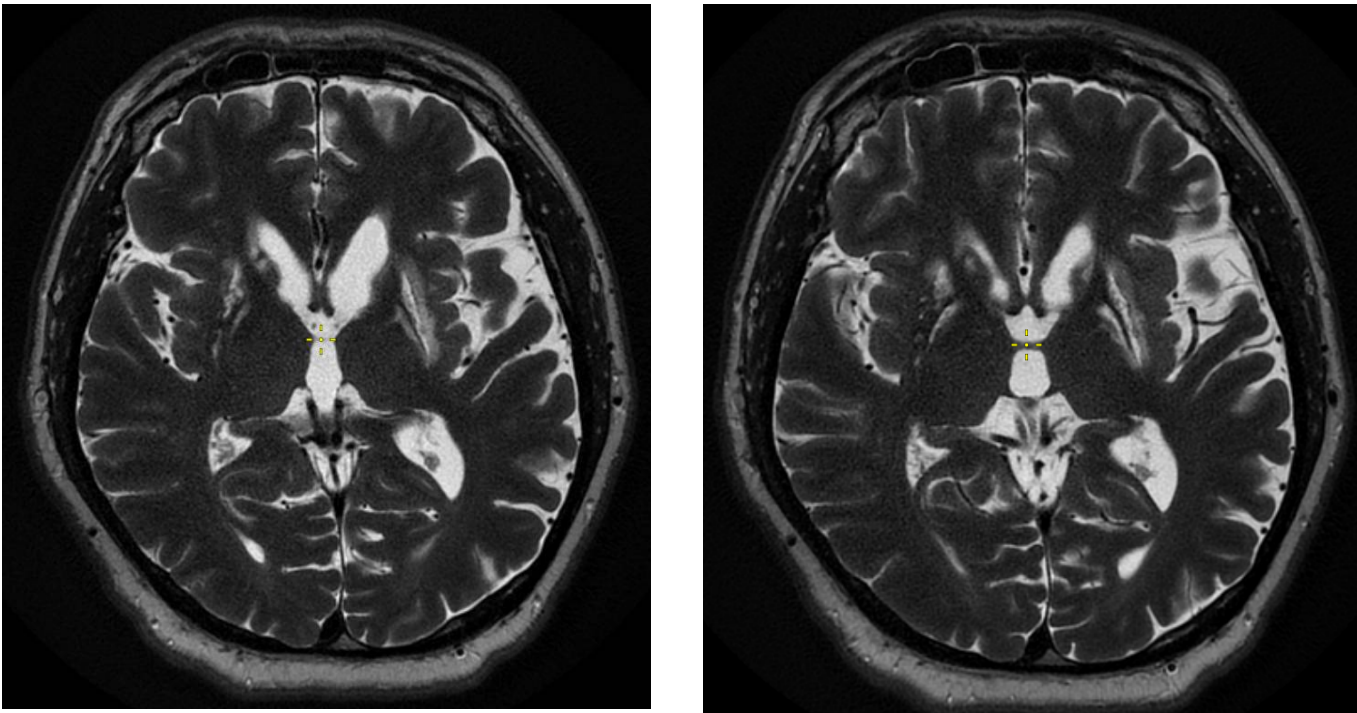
Предоперационная МРТ головного мозга. Аксиальный срез с визуализацией предполагаемой DBS-мишени
